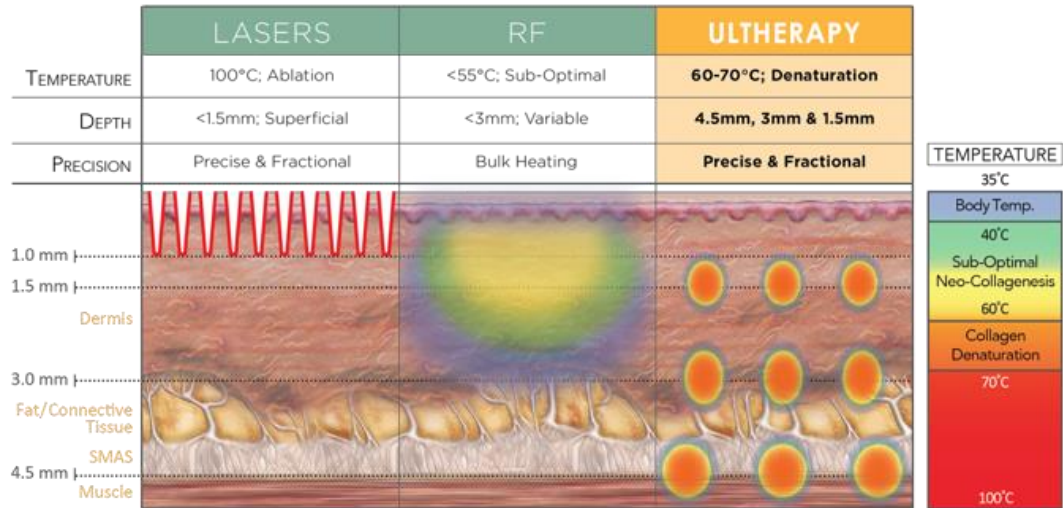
2008 senesinde Laubach ev arkadaşlarının mikrodolaşım üzerinde hassas bir şekilde ayarlanmış lokalize ısıtma sonucunda fokuslu ultrasonografinin LASER ve radyofrekansa göre çok daha derin seviyeleri tedavi edici özelliğinin olduğu ve cilt yüzeyine her hangi bir yan etkisi olmadığı saptanmıştır (5)
